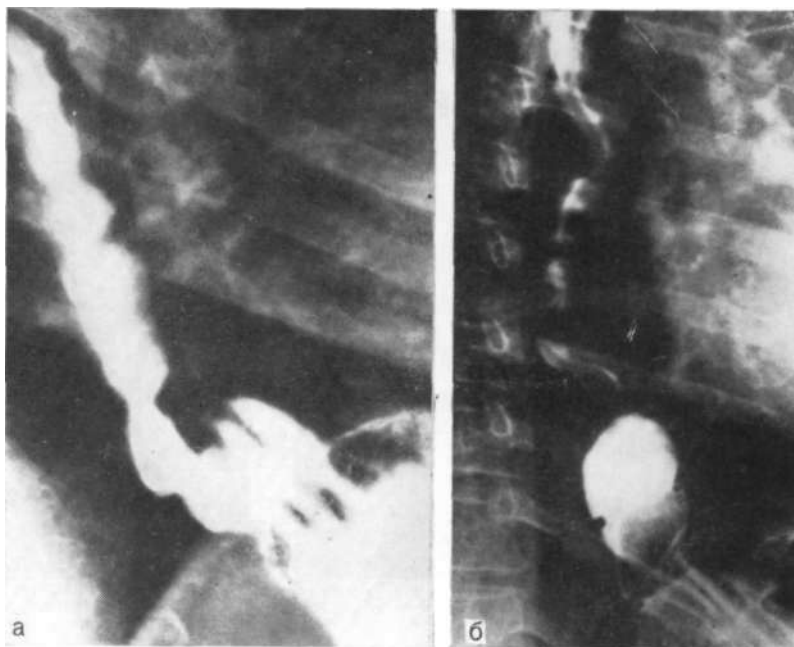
Дискинезия пищевода при рентгенологическом исследовании «кислым контрастом».
